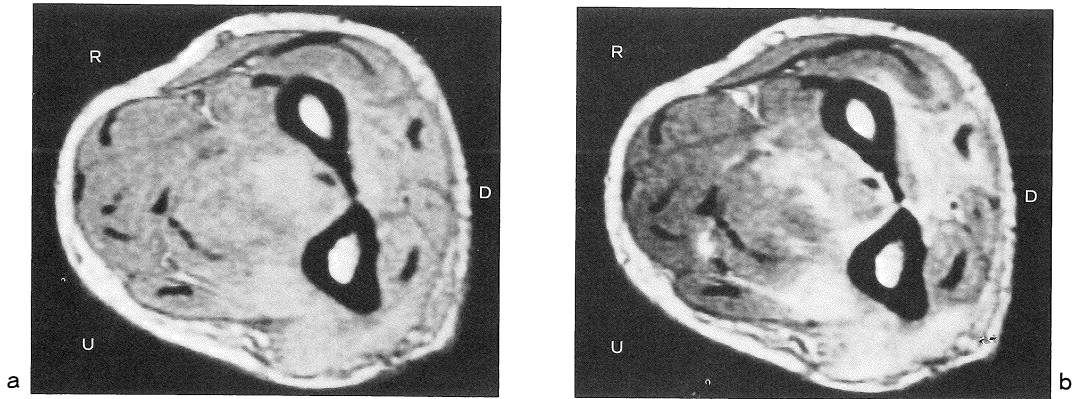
前腕の epithelioid sarcoma のMRI
